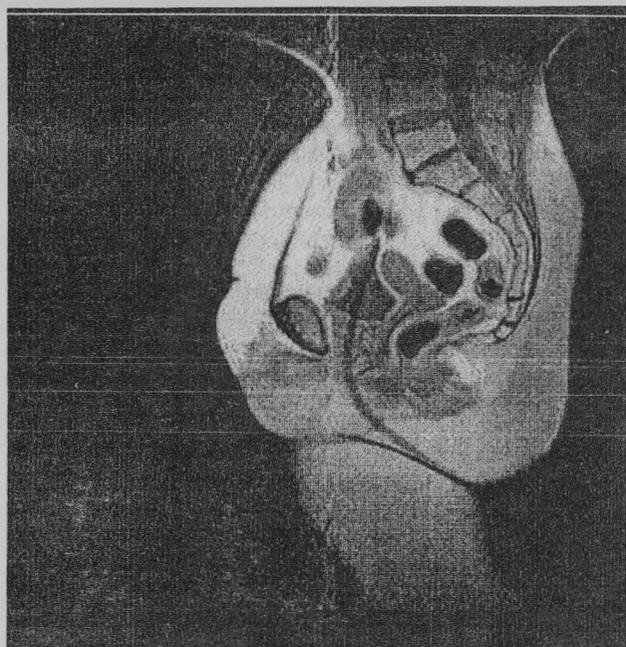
Срединная МРТ-грамма малого таза в сагитальной проекции с катетером.
